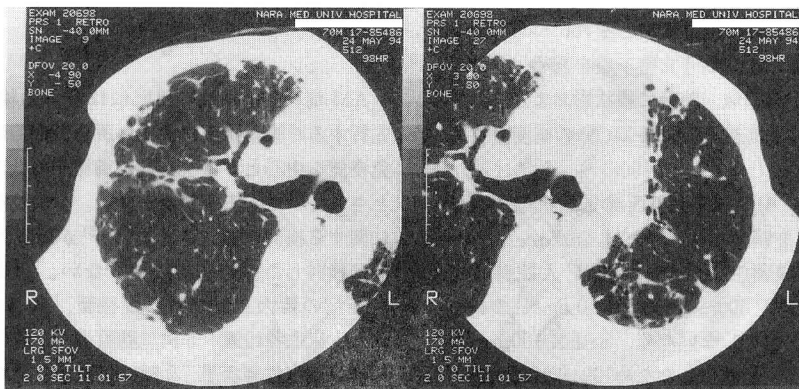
CT scan on admission (May 24, 1994) showing subpleural abnormalities with liner shadow and bronchiectasis in right lung and cystic change in left lung.
